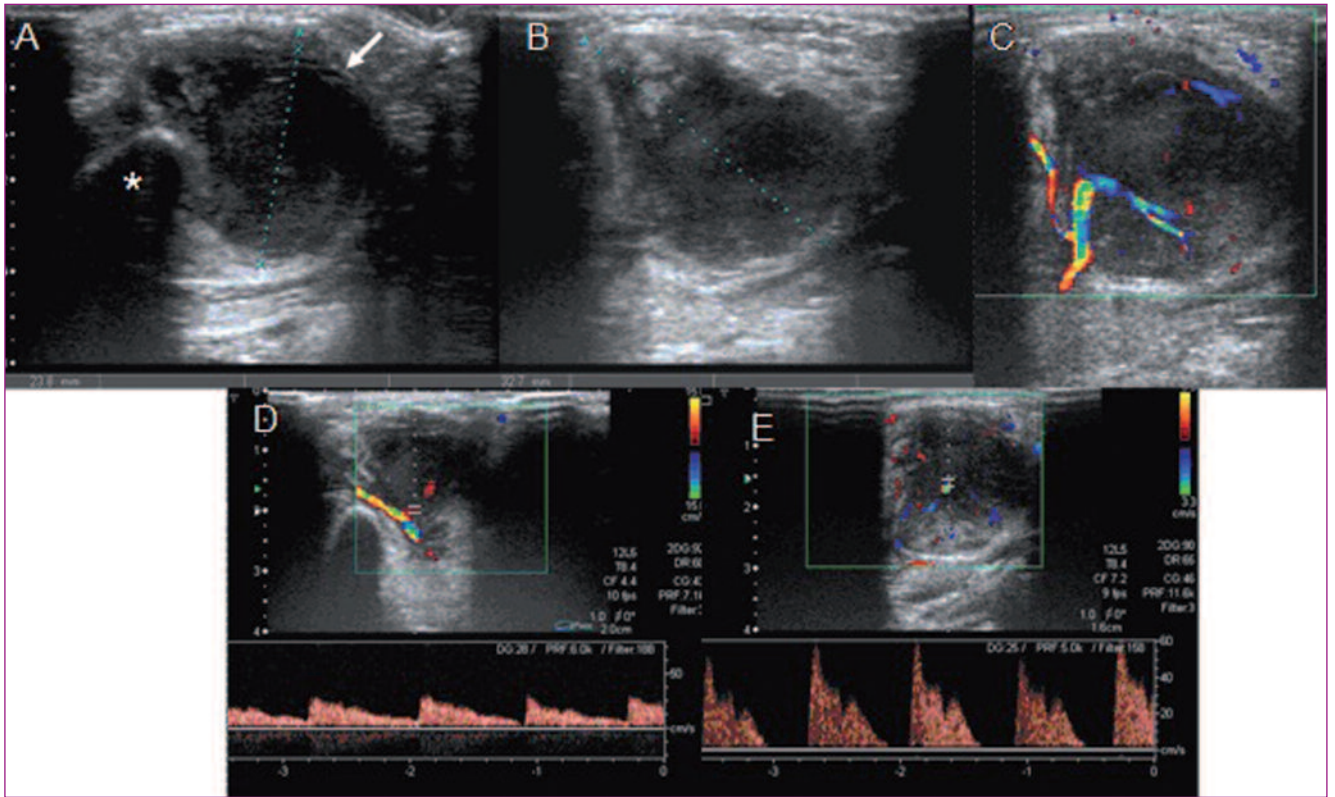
Linfoma no Hodgkin. A. Corte axial: masa sólida (flecha blanca), hipocógena, posterior e inferior al ángulo de la mandíbula (asterisco). B. Corte sagital de la lesión. C. Estudio Doppler color: tumoración vascularizada. D y E. Estudio Doppler espectral: patrones vasculares patológicos con patrones variables dentro de la misma estructura, algunos con altas velocidades sistólicas y ausencia de diástoles (neoformación vascular).
